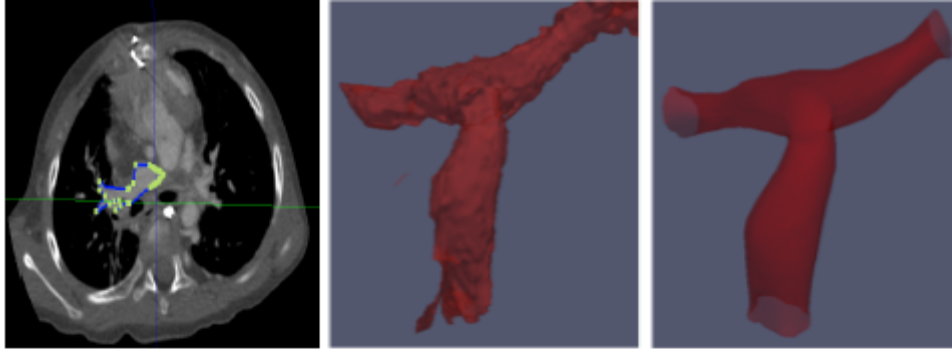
Example of a user-defined contour on a CT scan plane (left), automatically generated mesh from contours (center) and resulting mesh after edition with Rhinoceros (right).
